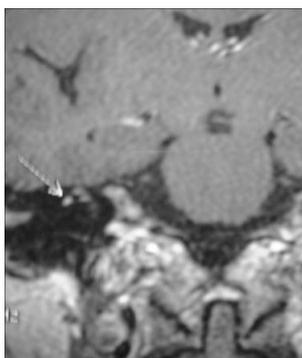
Imagen de resonancia magnética nuclear con corte coronal que muestra el realce del nervio facial en su trayecto intracanalicular
